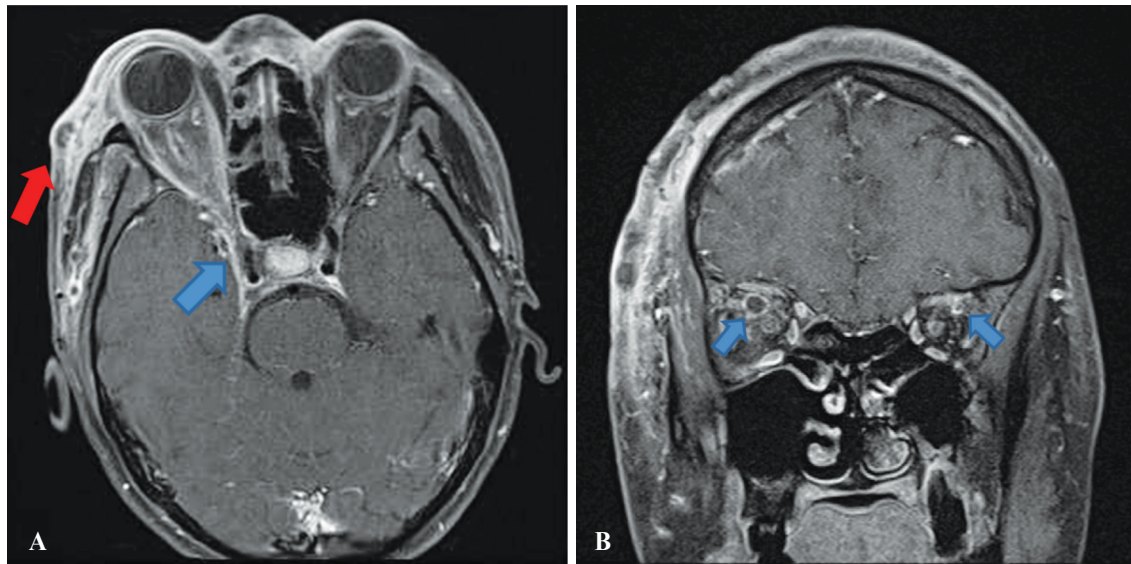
(A) Axial MRI (T1) showing thrombophlebitis of superficial veins along bilateral frontal scalps right temporalis (red arrow) and preseptal spaces with right exophthalmos and right cavernous sinus thrombosis (blue arrow). (B) Coronal MRI (T1) showing diffuse enhancement of bilateral optic nerves and thrombophlebitis of bilateral superior ophthalmic veins (blue arrow).
